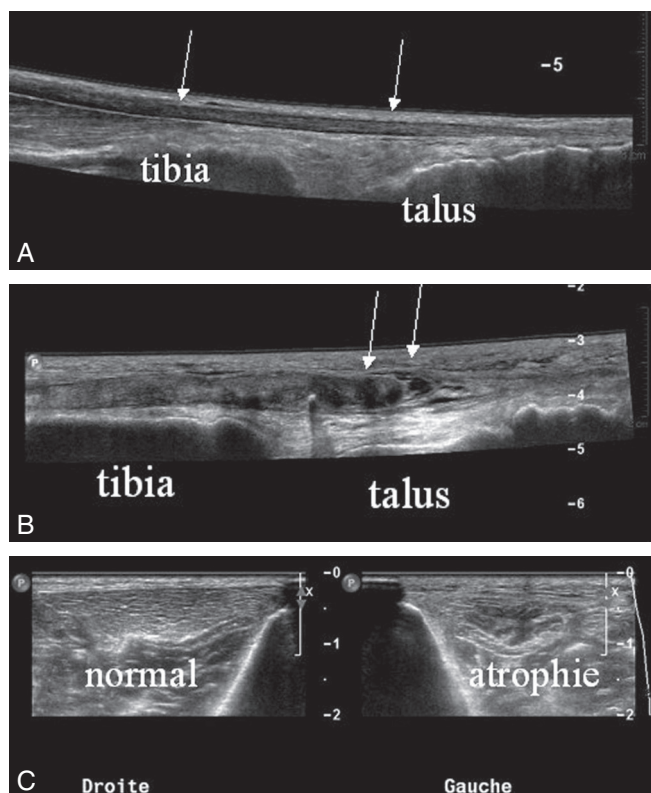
Possibilités de l'échographie tendinomusculaire.
